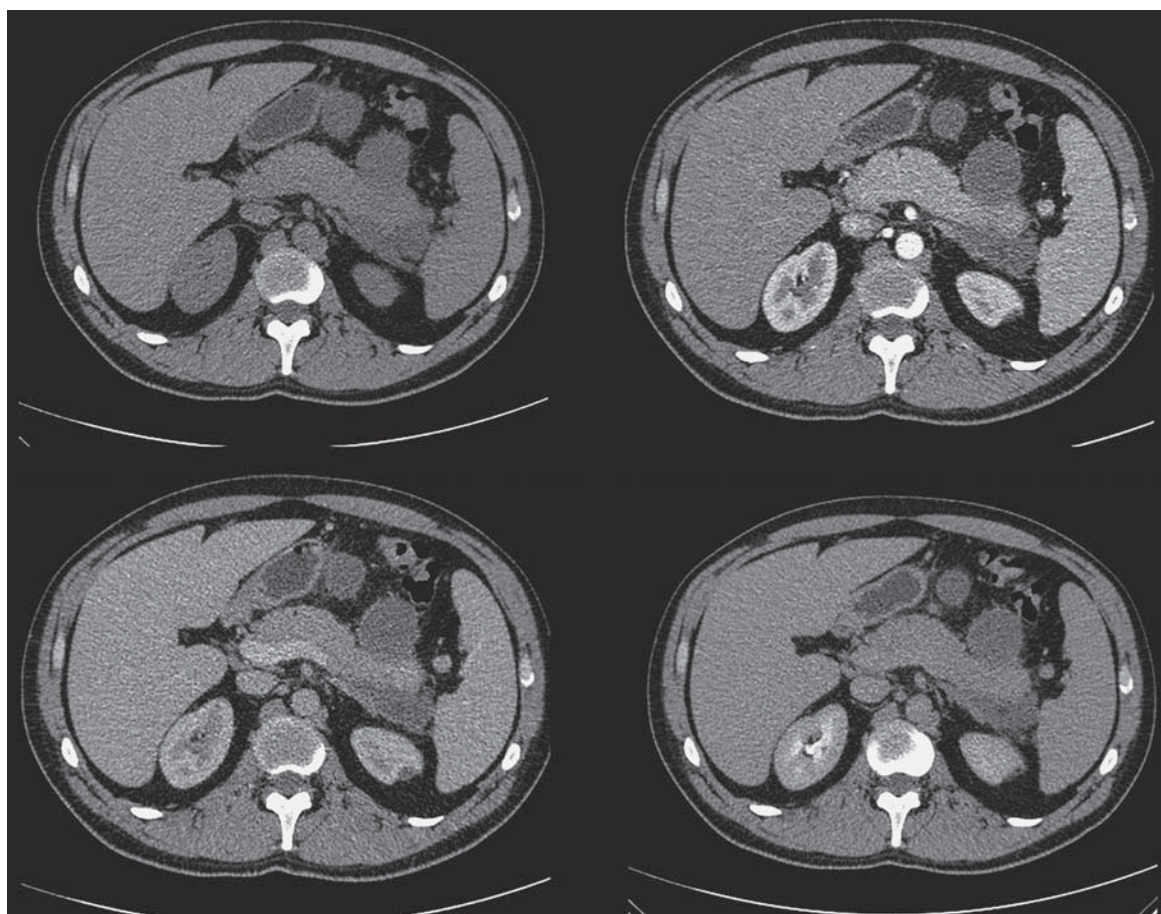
КТ-изображения панкреонекроза. Паранепанкреатический инфильтрат в области хвоста поджелудочной железы с наличием жидкостных скоплений с признаками абсцедирования.
